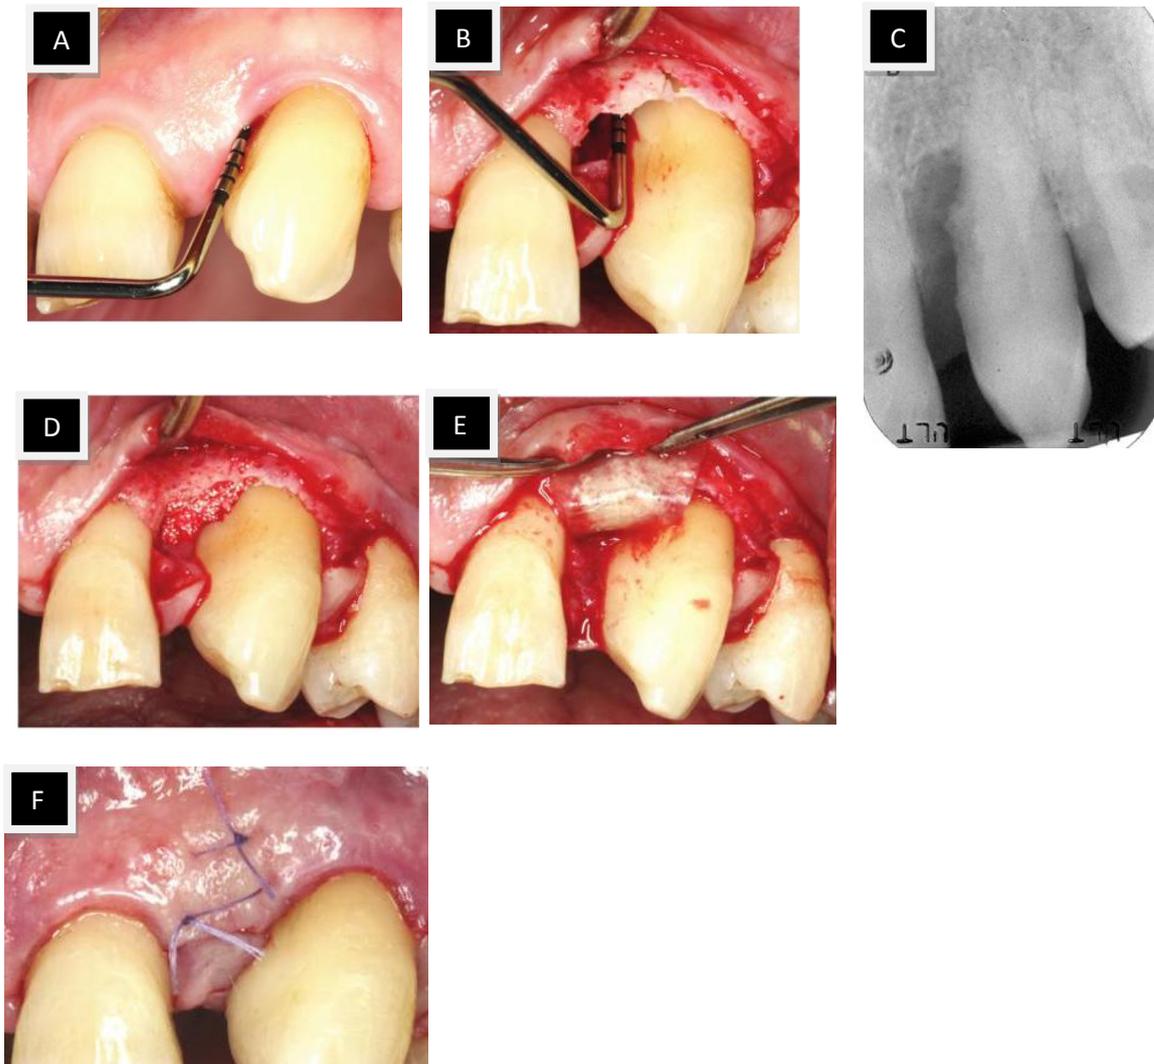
Técnica SFA: representação de um caso clínico. Profundidade de sondagem de um defeito infraósseo méso-vestibular de um canino maxilar esquerdo (A). Notar a profundidade significativa do defeito (14mm) e a sua extensão prevalente para vestibular (B). Radiografia periapical do defeito (C). Desbridamento radicular do defeito e aplicação de um xenoenxerto à base de hidroxiapatite (D). O defeito foi preenchido com uma membrana de colagénio reabsorvível (E). Sutura primária em colchão horizontal interno entre a porção mucogengival mais coronal do retalho e a base da papila e uma segunda sutura entre a porção mais coronal do retalho e a porção mais coronal da papila (F). (Adaptado de: Trombelli, Farina, Franceschetti e Calura, 2009.)³⁶
